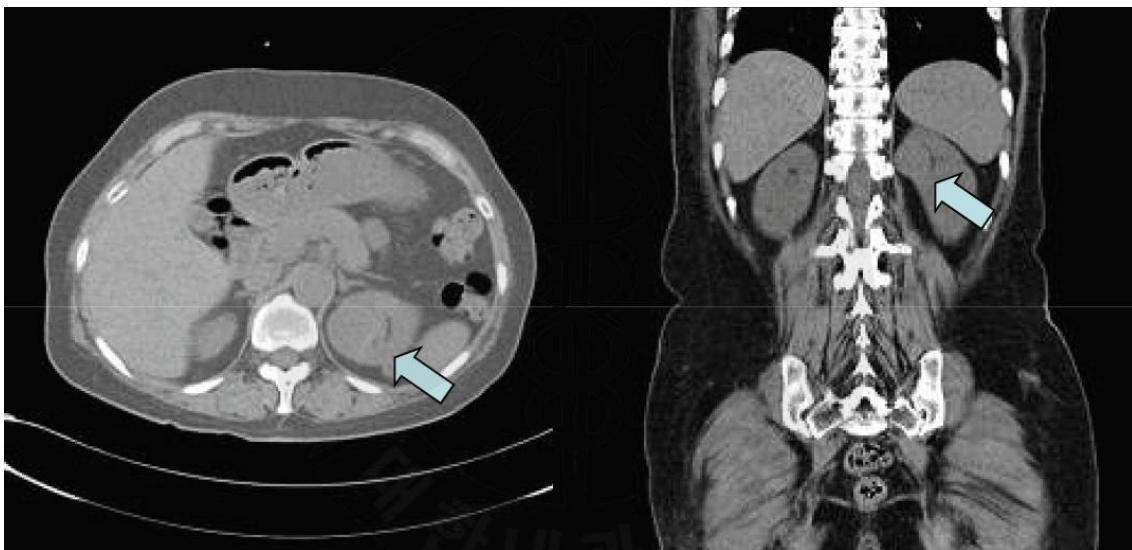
Cystic angiomyolipoma showing fat component (arrows) in the left kidney in abdominal CT.
